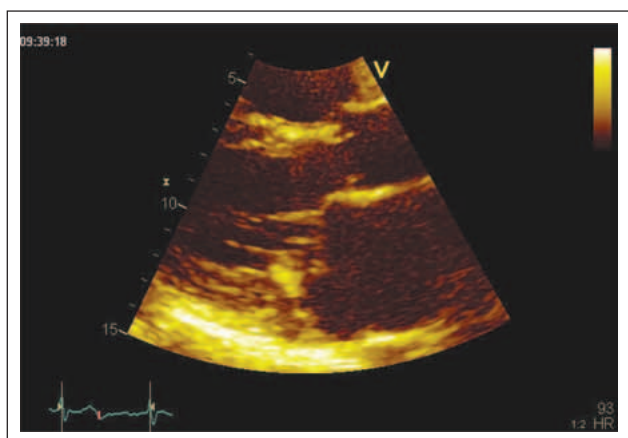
Parasternaler Längsschnitt. Prolaps des anterioren Segels, Fibrosierung/Sklerosierung des posterioren Mitrallinges/-segels, vergrößerter linker Vorhof.
